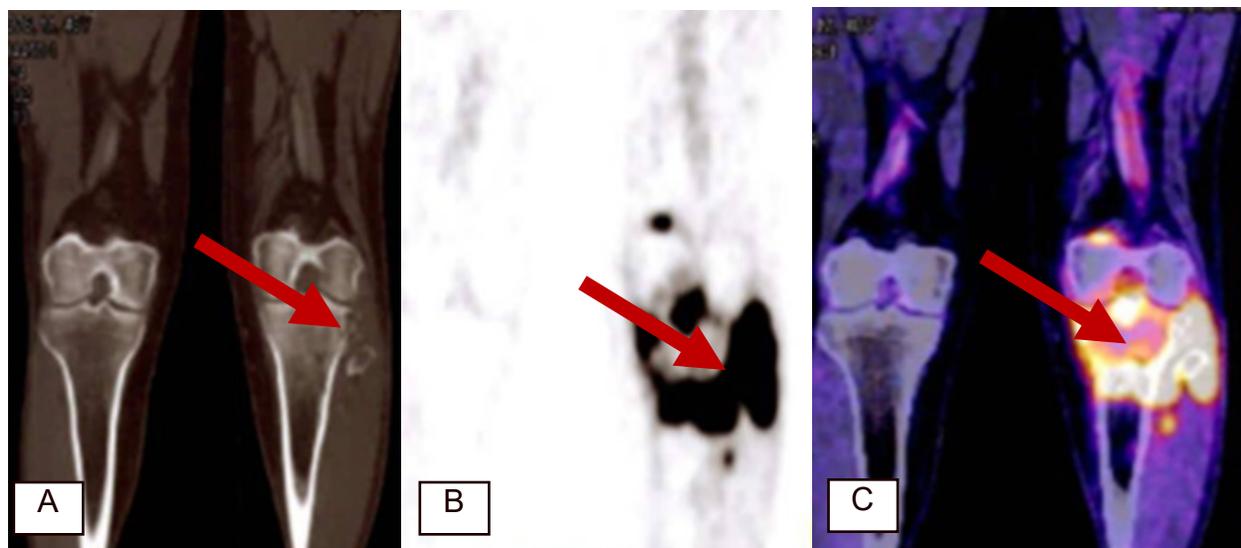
PET-CT A: Corte coronal sin contraste, B: Corte coronal de PET (tomografía por emisión de positrones) C: Corte coronal de fusión PET-CT : evidencia actividad metabólica tumoral primario en tibia proximal izquierda, cóndilo femoral medial izquierdo, cabeza del peroné derecho y ganglios inguinales izquierdos
